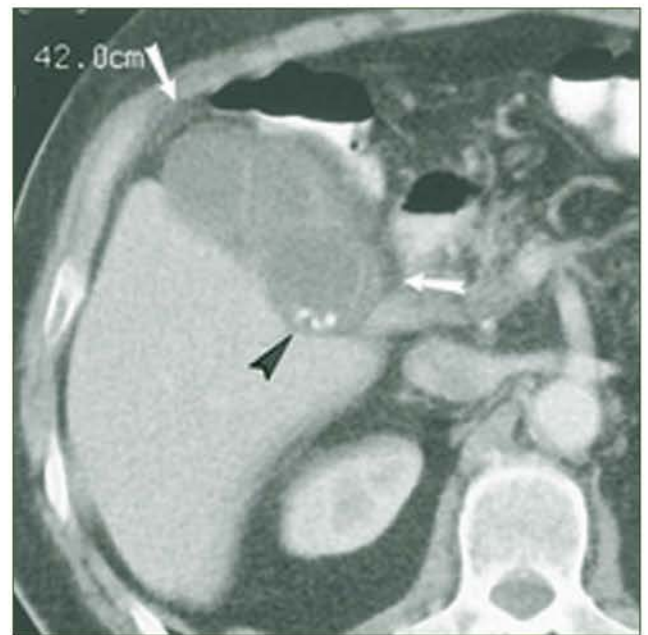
Гострий калькульозний холецистит, КТ-зображення, холелітіаз (чорна стрілка), недостатне зображення стінки та перихолецистит (білі стрілки)
